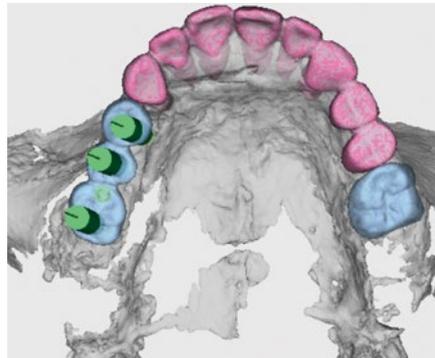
最終補綴処置を想定したワックスアップとCBCTデータを合成して、インプラント埋入方向と近遠心的・頬舌的ポジションを確認する。
